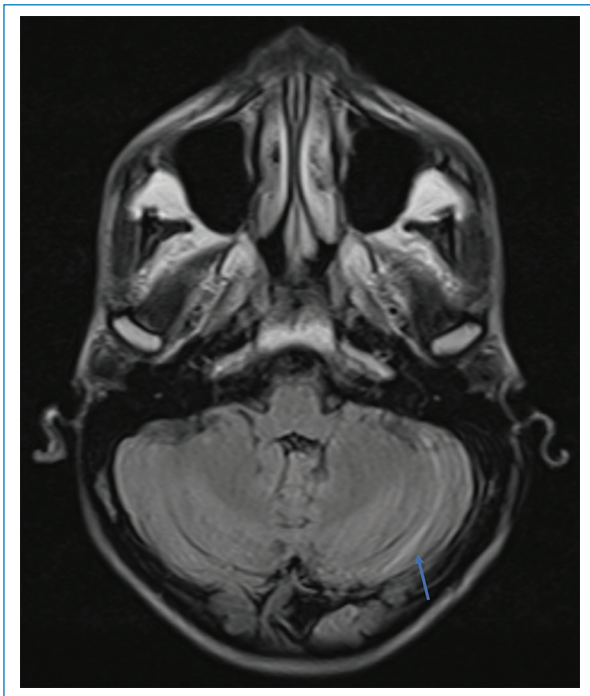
Paciente de sexo femenino de 19 años con cefalea. Imágenes lineales hiperintensas en FLAIR en el espacio subaracnoideo interfolias del hemisferio cerebeloso izquierdo (flecha) por artefacto de pulsación en el seno transversal.
